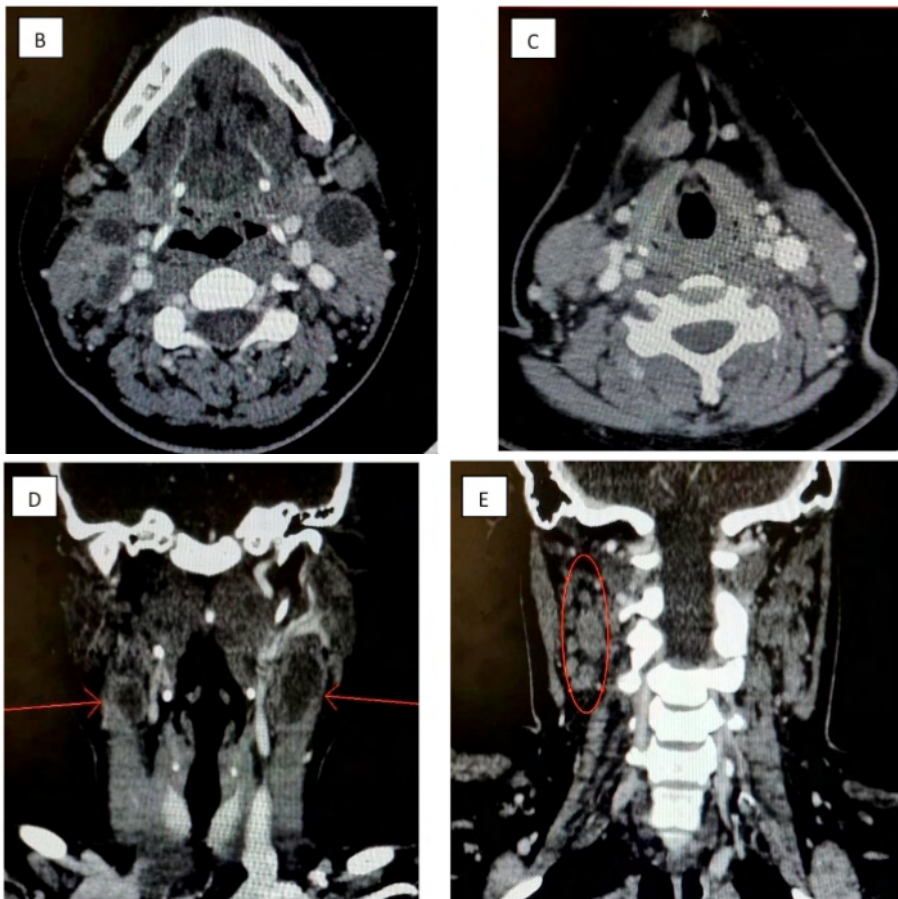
TC de pescoço nos cortes (A, B e C) axiais e coronais (D e E). Em D destacando-se linfonodos cervicais com áreas de necrose (setas) e em E alterações linfonodais (círculo).
